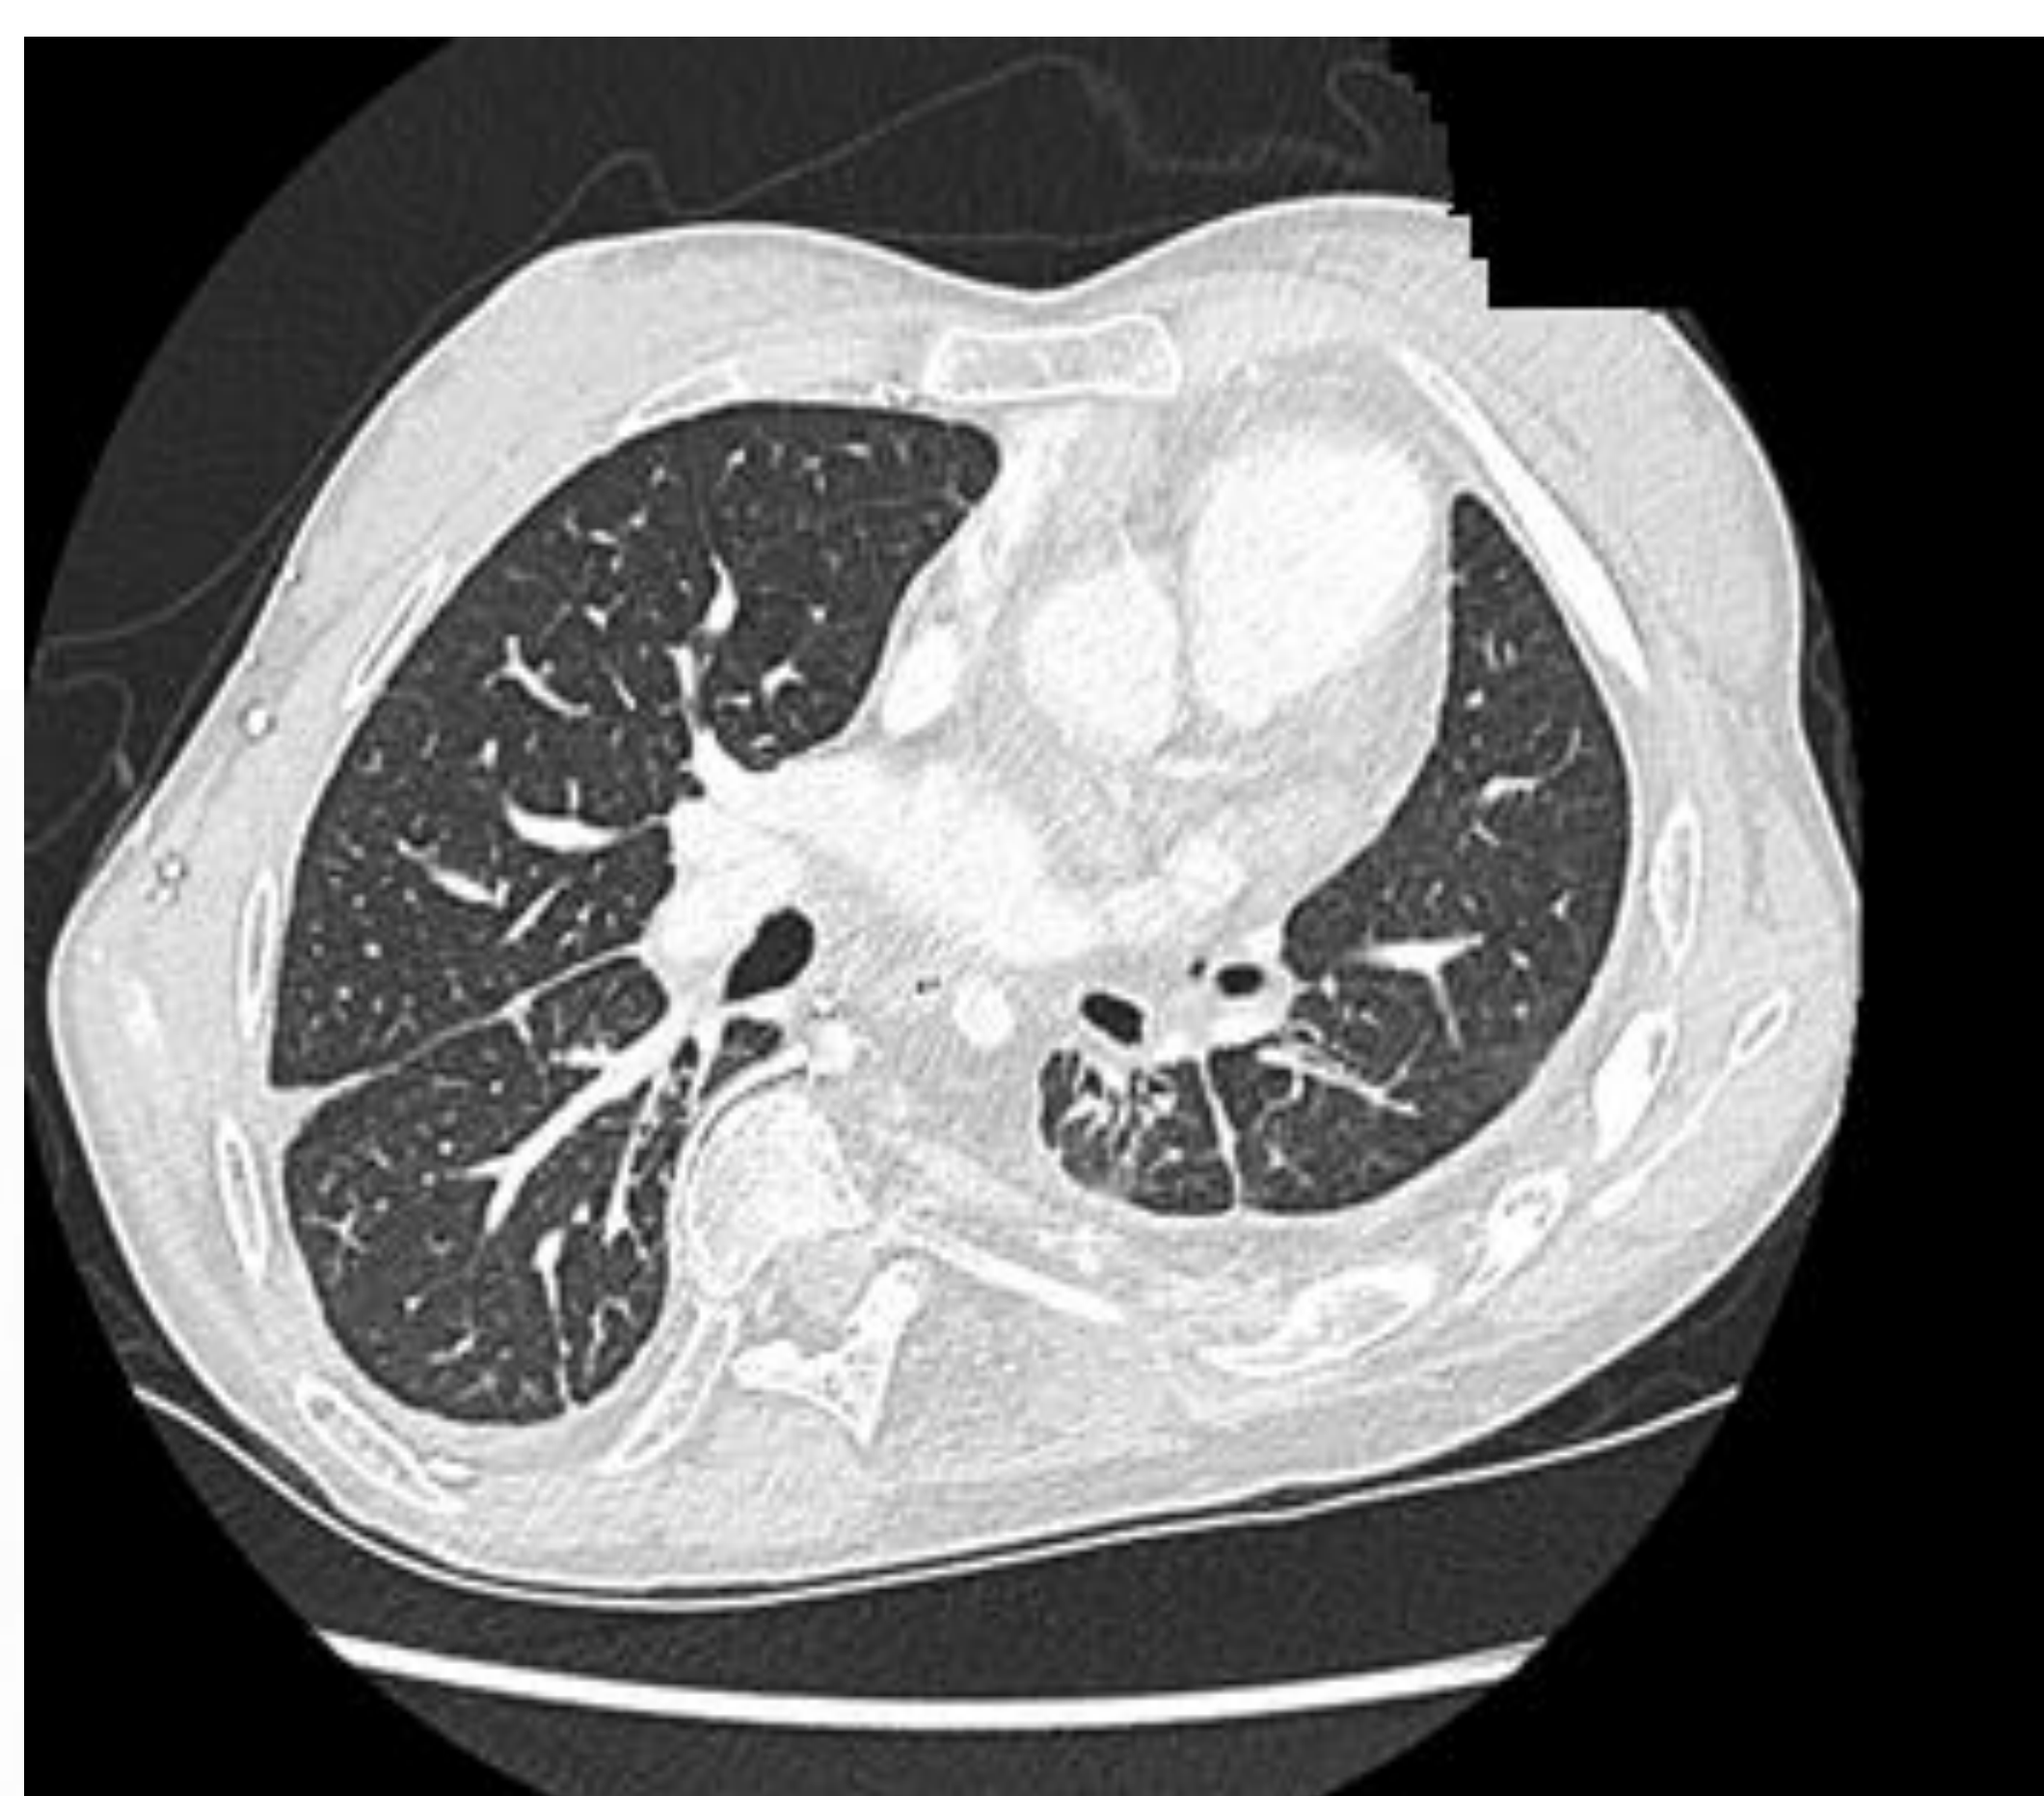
TAC de tórax con contraste (realizado en octubre de 2020).
